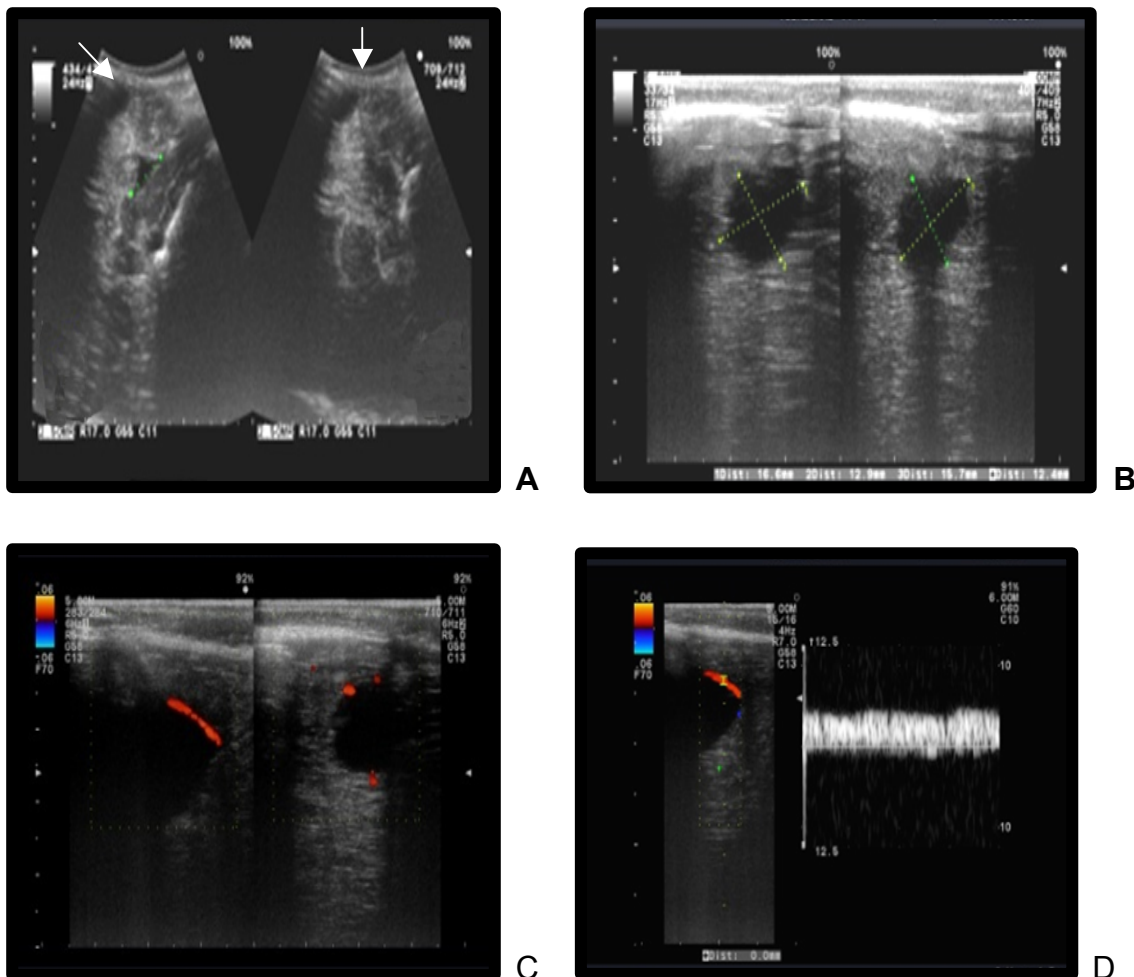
Cavidades porencefálicas por Ecografía Doppler Cerebral
